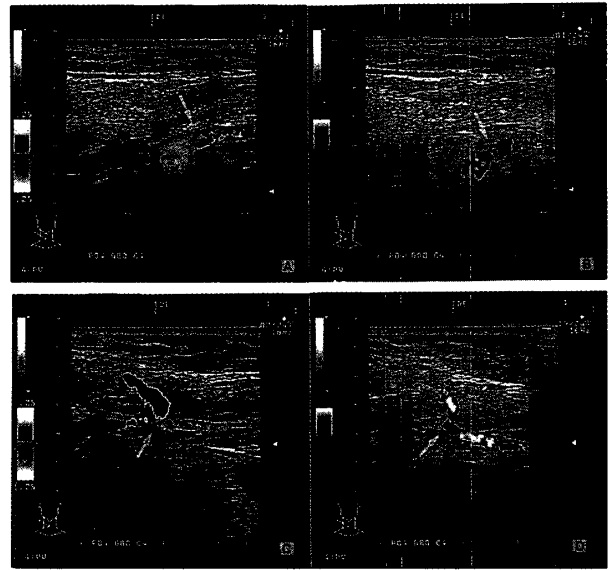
顔面動脈、オトガイ下動脈の本幹との分枝部における速度表示法(VM)とパワードプラ表示法(PM)による超音波断層像
